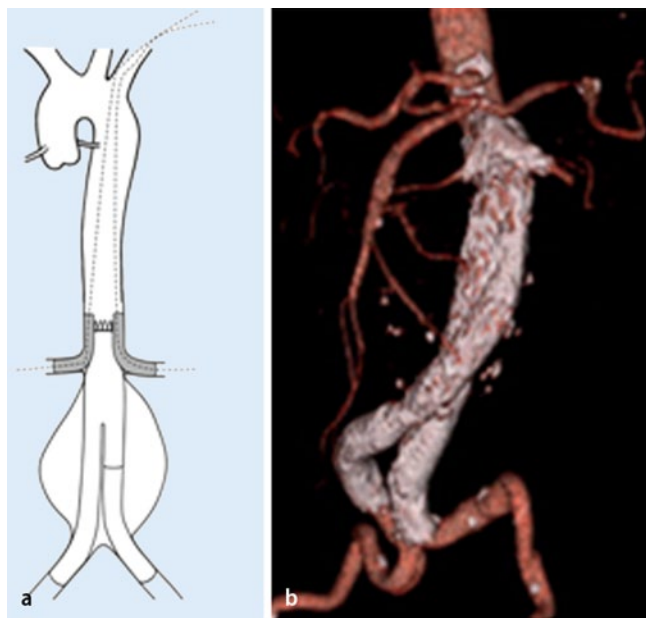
◀ Juxtarenales abdominelles Aortenaneurysma (AAA), mit paralleler (Kamin-) Prothesentechnik behandelt. a Gewöhnlich werden Nierenarterien über linksseitige, entfernt liegende transaxilläre Zugänge revascularisiert. b Angio-CT 2 Monate postoperativ nach endovaskulärer Aneurysmabehandlung (EVAR) mit einer doppelten parallelen Prothesen- (Viabahn-) Technik: 2 cm lange proximale Landungszone, durchgängige Nierenarterien und vollständige Abdichtung des AAA
